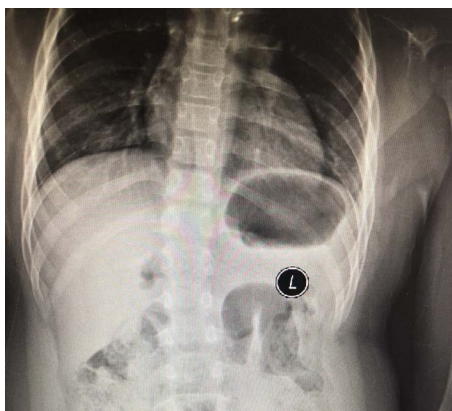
Positive radiography of spine in children with Verheij syndrome: scoliosis, slightly convex to the right with chest 12 as the center
